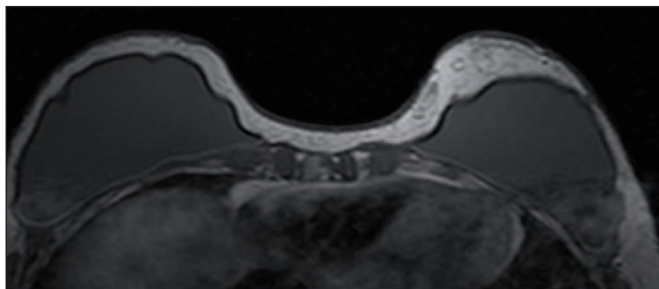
C. RMN mamaria con secuencia potenciada en T1 donde dichos nódulos muestran hiperintensidad de señal típica de la grasa.
